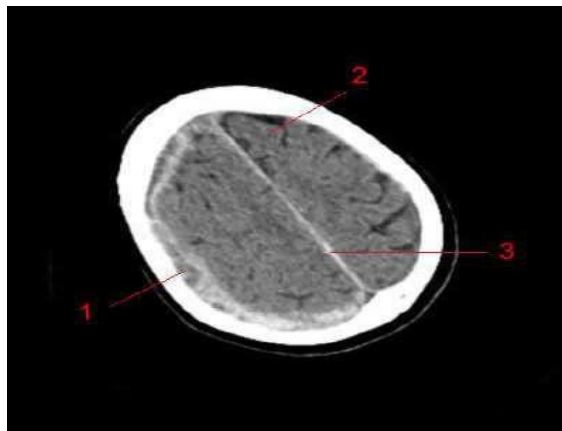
TDM cérébrale montrant un HSDA. (*Source : Hématome sous-dural [Internet]. Disponible sur : <https://info-radiologie.ch/hematome-sous-dural-aigu.php>.*)
